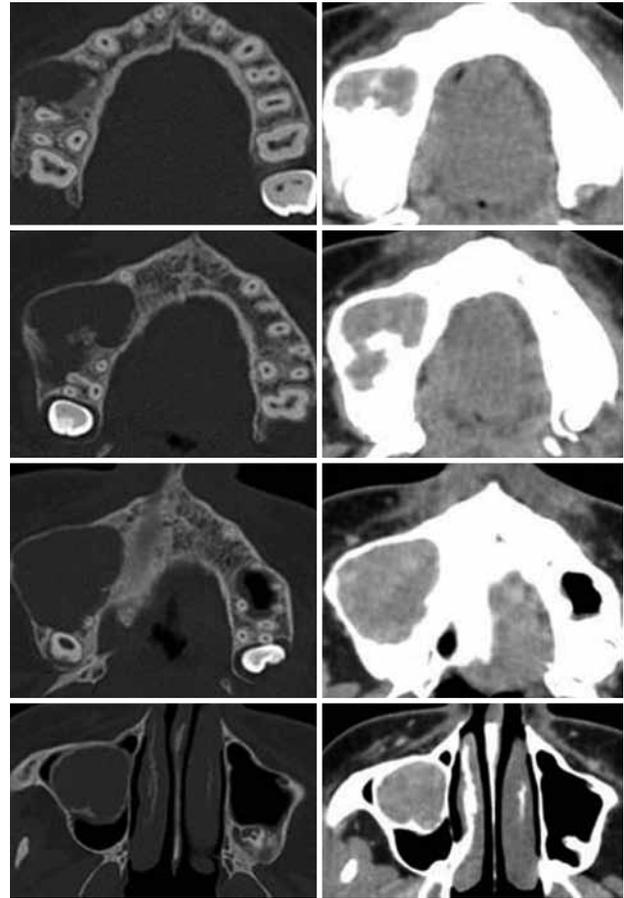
A la izquierda imágenes axiales de TC con ventana ósea, a la derecha imágenes post-contraste.
